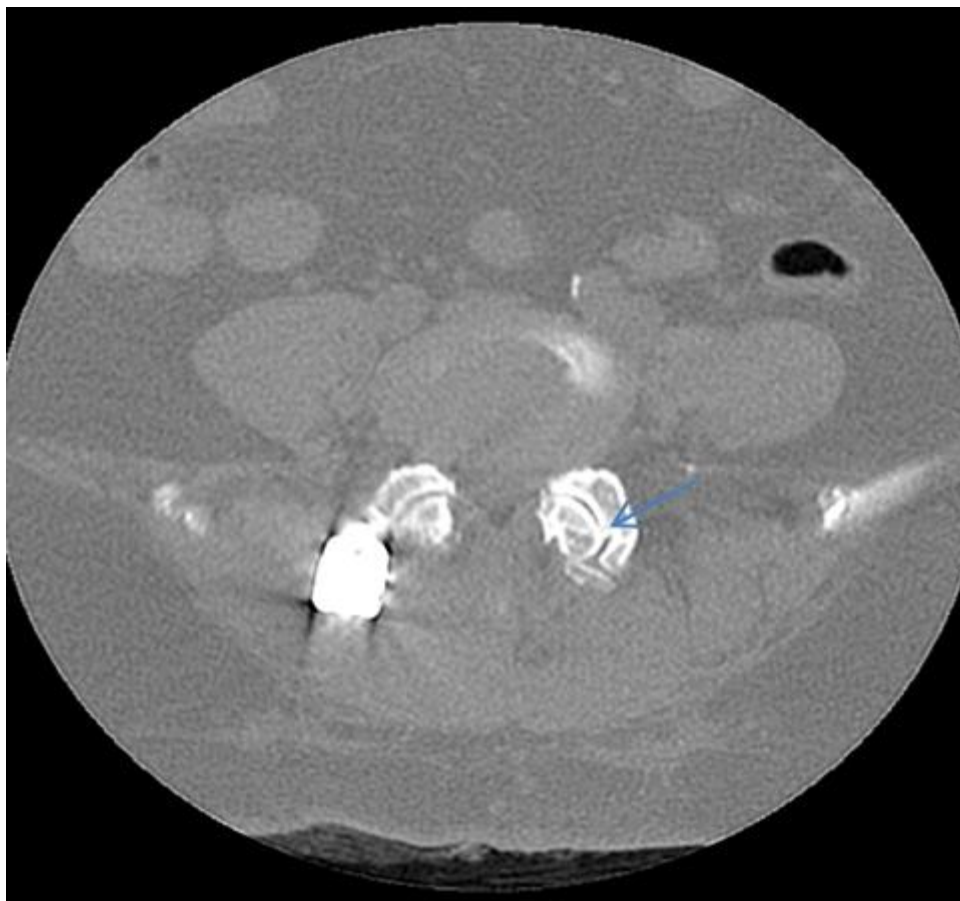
Фиброзный анкилоз контрлатерального дугоотростчатого сустава в группе 3 через 12 месяцев после оперативного лечения на МСКТ
